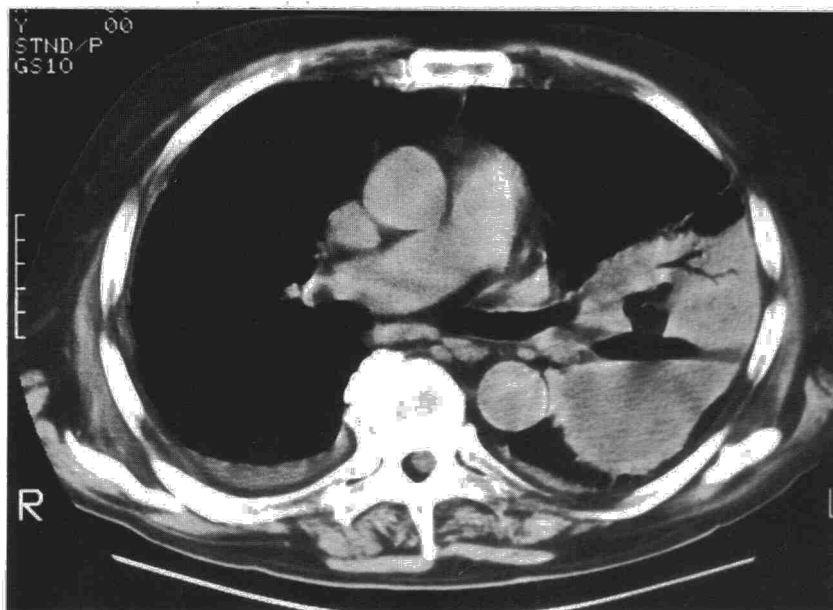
Condensación pulmonar cavitada en lóbulo superior izquierdo con derrame pleural bilateral (TC torácica).
